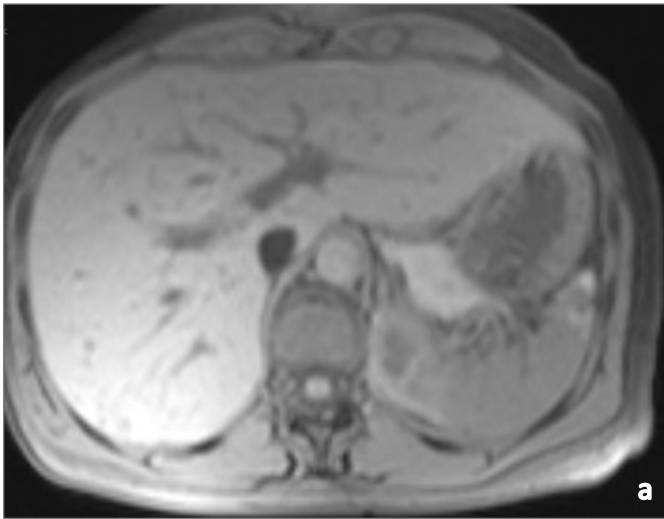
Vergleich der Abgrenzung der Milz zur linken Niere in der T1- (a), T2- (b) und diffusionsgewichteten (c) MRT-Sequenz
